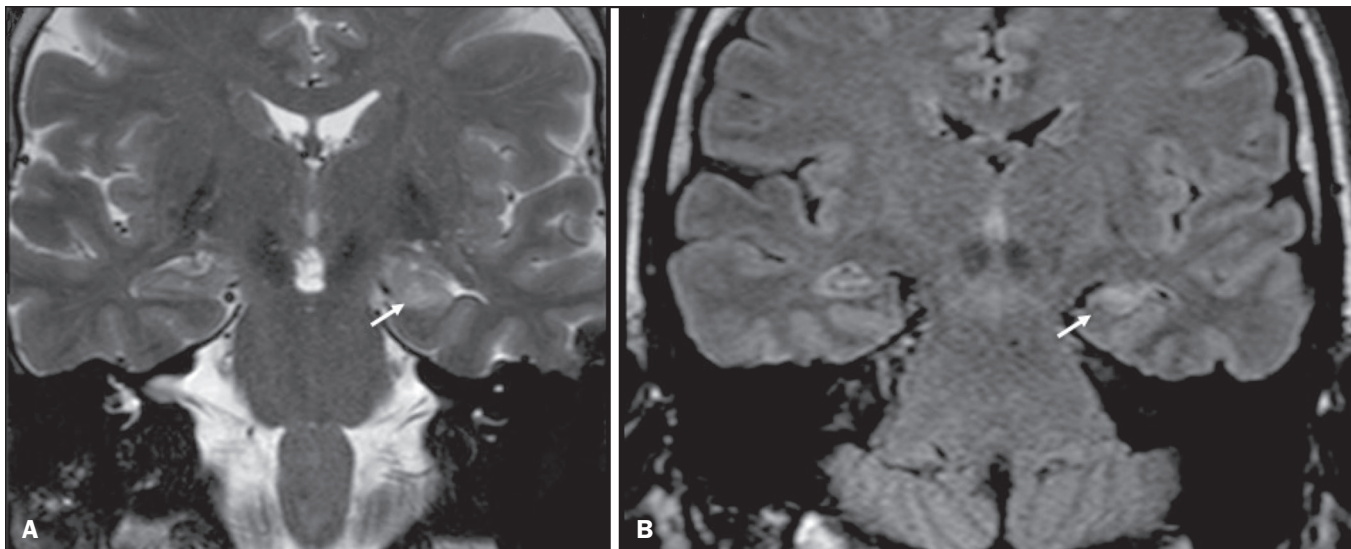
Encefalite límbica. Sequências coronais T2 (A) e FLAIR (B) com hipersinal no hipocampo esquerdo.
